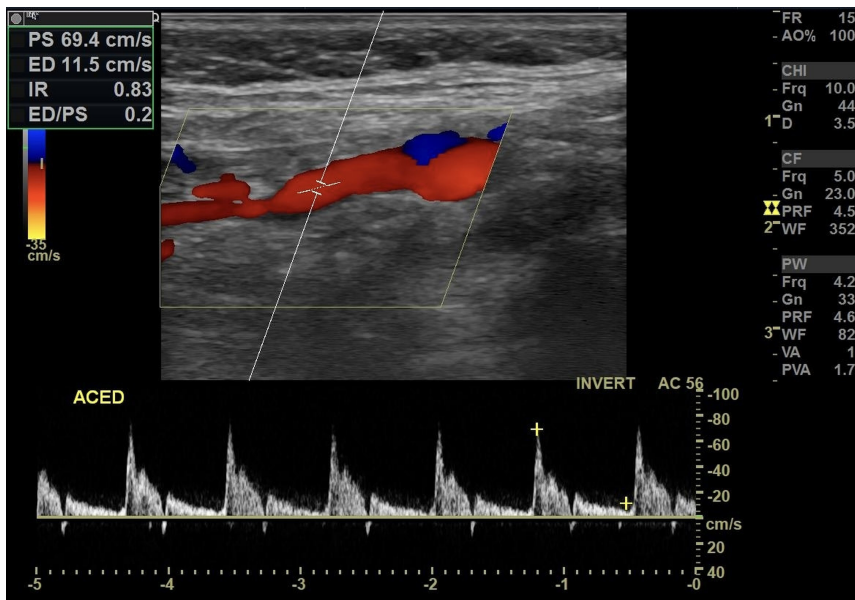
Doppler de carótida direita no controle pós-embolização, com índice de resistência elevado na artéria carótida externa.
